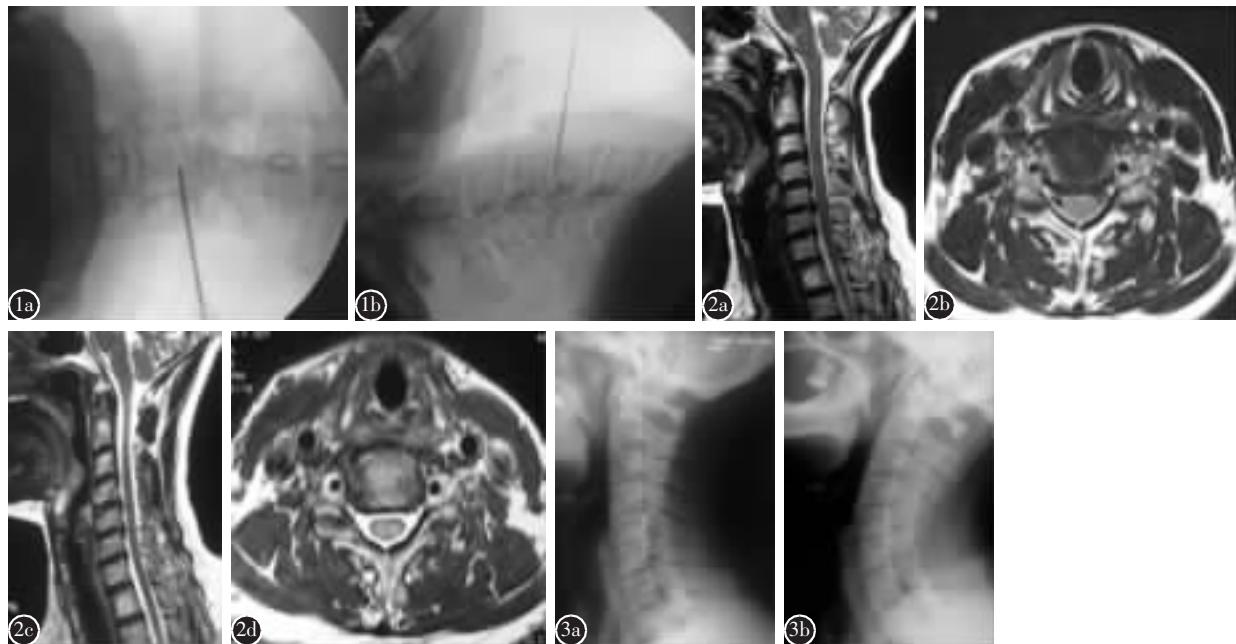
a、b 术中正侧位 X 线片示穿刺针的正确位置应位于 C4、C5 两椎体终板之中央, 椎体中后 1/3~1/4 处 图 2 患者, 女, 50 岁, 消融节段为 C5/6 a、b 术前 MRI 示 C5/6 椎间盘突出 c、d PCDN 术后 3.9 年 MRI 示原突出椎间盘回缩 图 3 患者, 女, 61 岁, 消融节段为 C4/5、C5/6 a 术前颈椎侧位片示生理曲度消失, 变直 b PCDN 术后 2.6 年颈椎侧位片示生理曲度恢复正常, 术前、术后椎间隙高度未见明显改变
